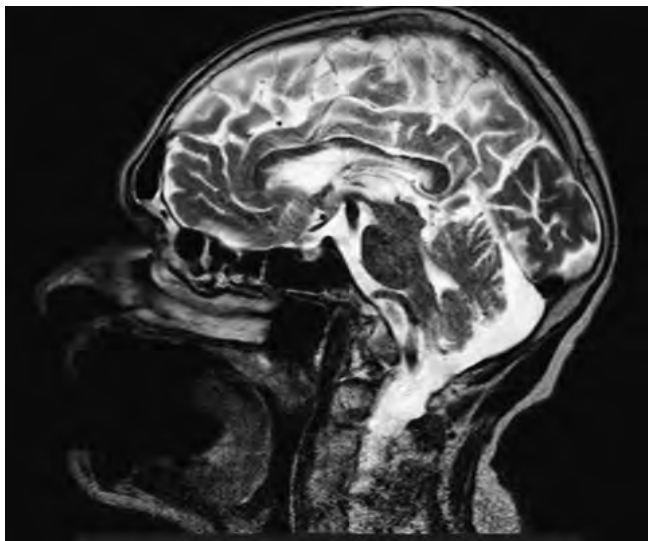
Пацієнт П., 70 років. T2-зважене сагітальне МРТ-зображення головного мозку. Fazekas 2—3
